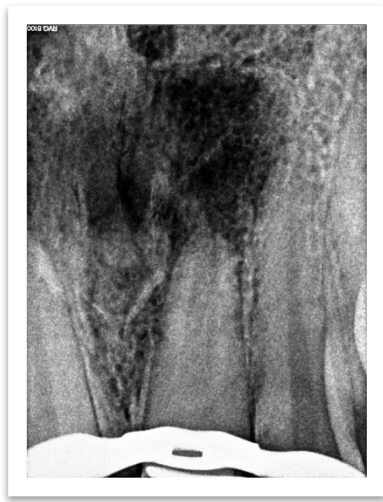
Radiografía Intraoperatoria.
